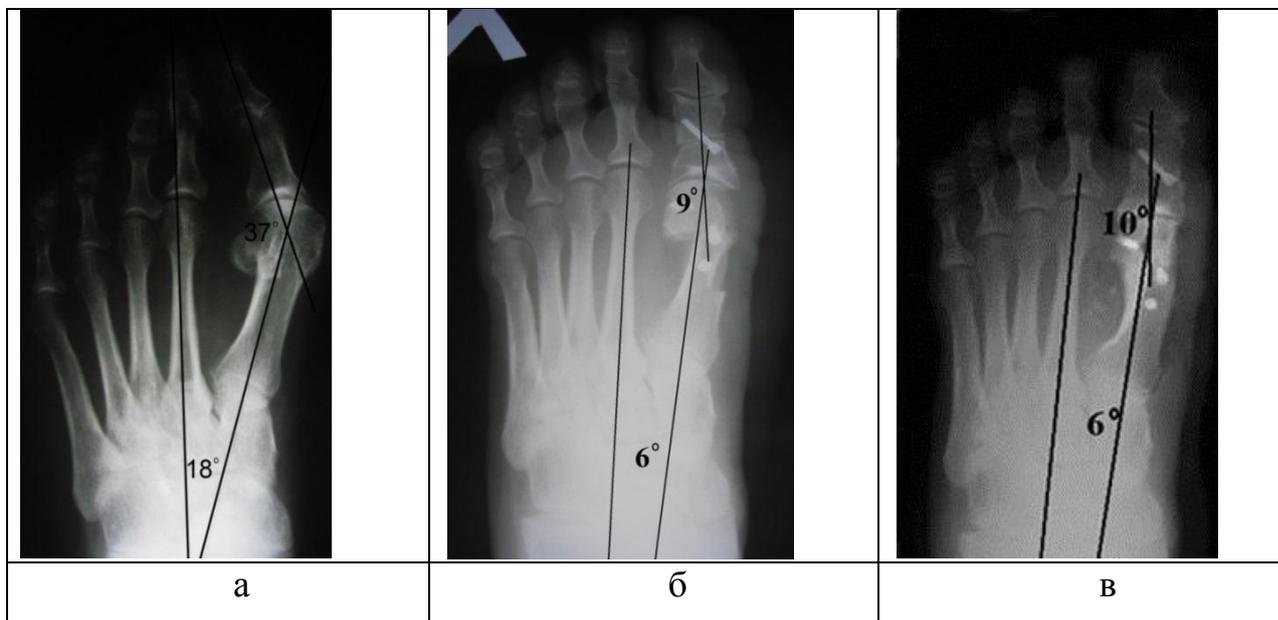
Рентгенограммы пациентки М. (подгруппа 2) до (а) и через 3 месяца (б) и через 12 месяцев (в) после операции
